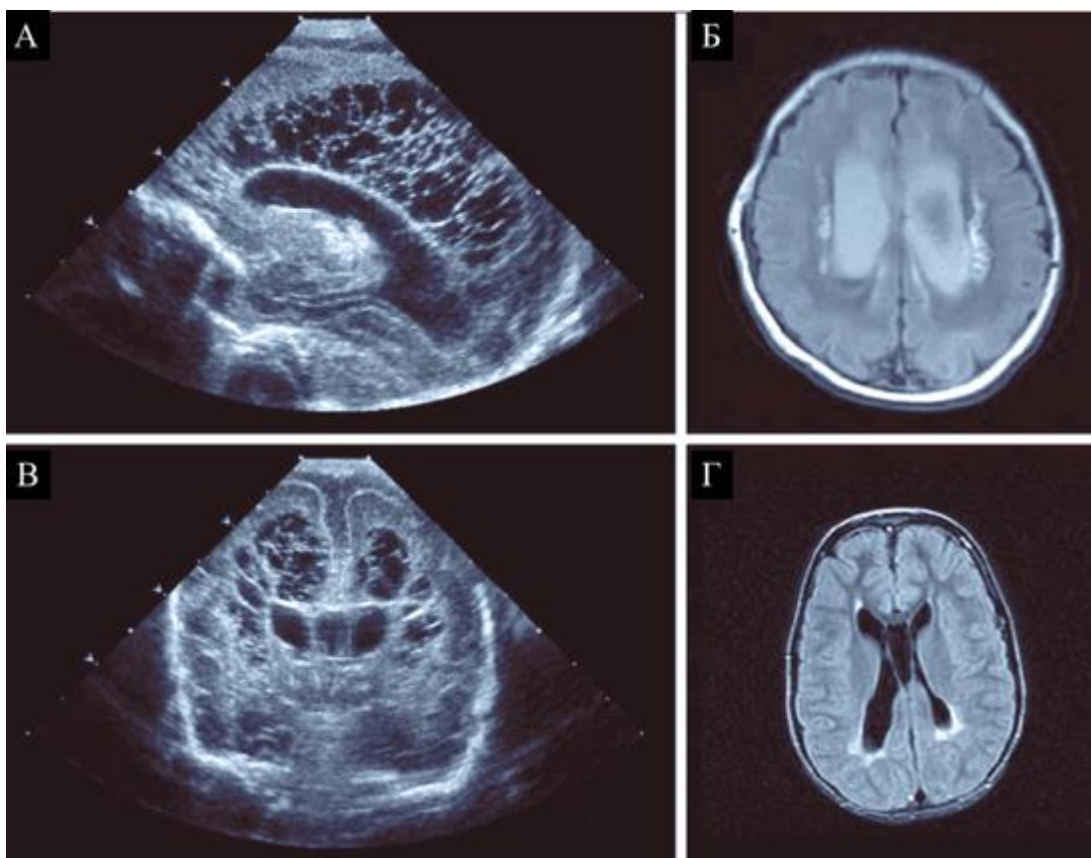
Нейровізуалізація перивентрикулярної лейкомаляції за допомогою магнітно-резонансної томографії та краніального ультразвукового дослідження. Сагітальні (А) та корональні (В) краніальні ультрасонограми, отримані у віці 2 доби. Зображення*
